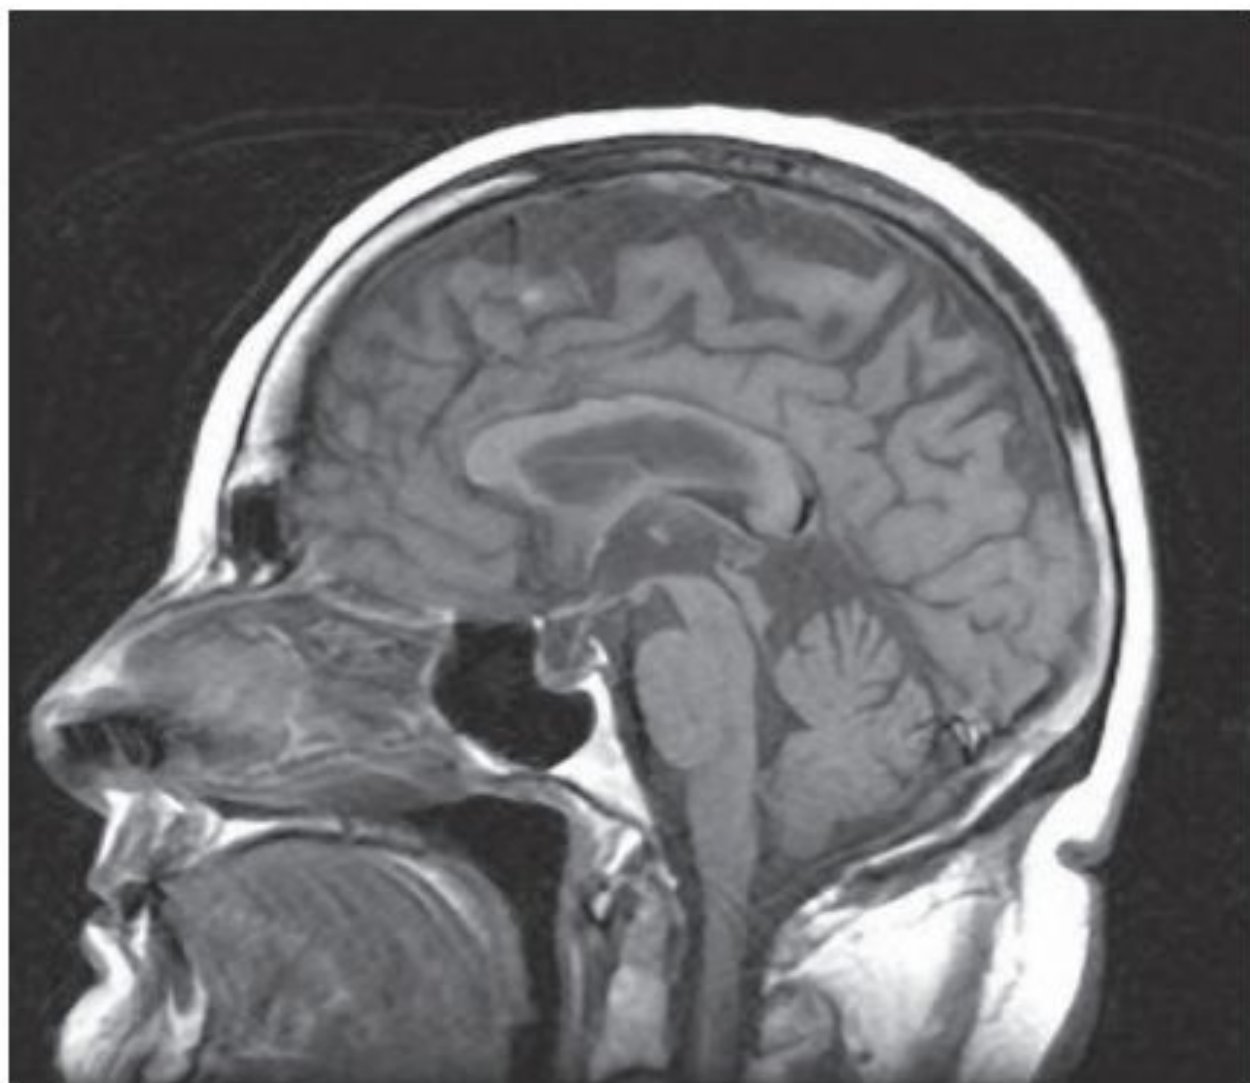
Midsagittal T1-weighted MR image in a patient with the corticobasal syndrome, showing thinning of the corpus callosum where the projections between the parietal cortices traverse.
